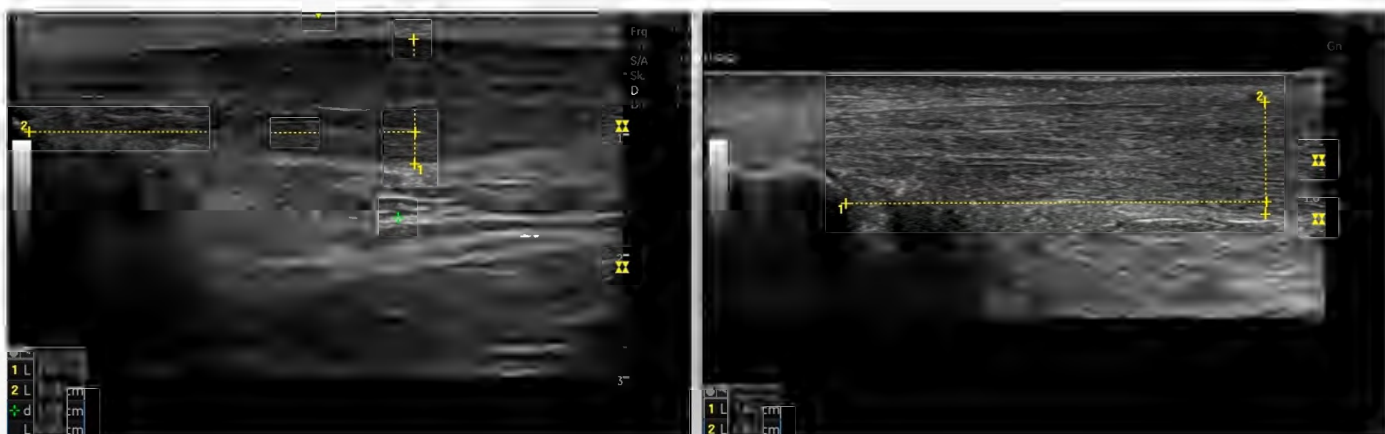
ACP Max: sonografisches Beispiel vor Behandlung und nach 12 Wochen
